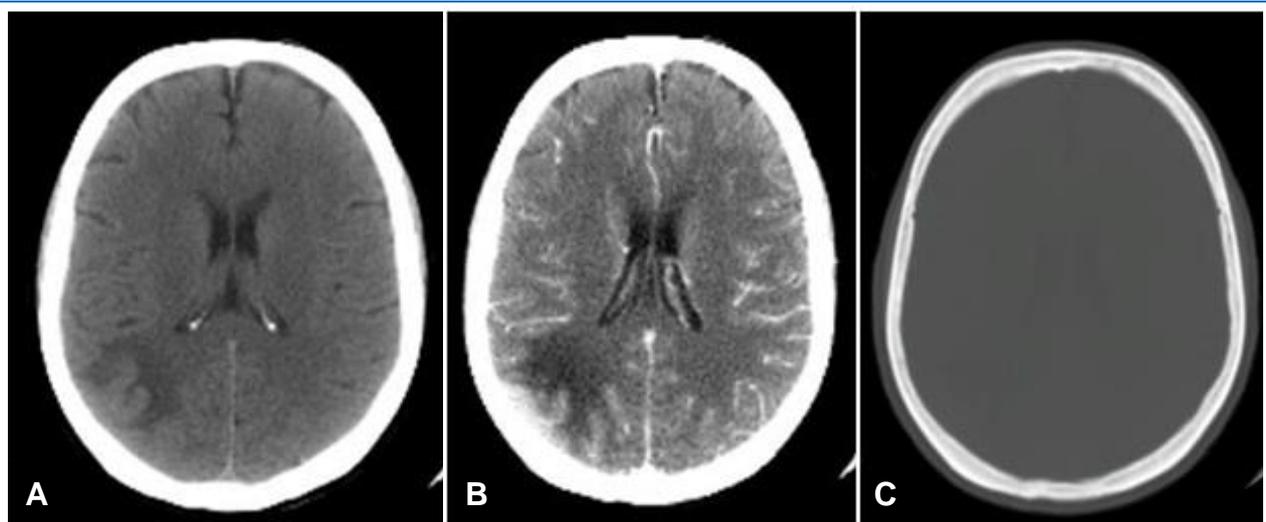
Tomografía cerebral (TAC) muestra (A) lesión ligeramente hiperdensa extra axial adyacente a duramadre parietooccipital derecha, (B) captadora de contraste con edema vasogénico; (C) no se observa erosión ósea.
